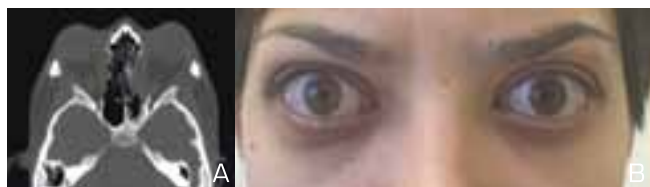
Результаты хирургического лечения. А — контрольная КТ через 6 месяцев после операции; Б — внешний вид пациентки через 6 месяцев после операции
